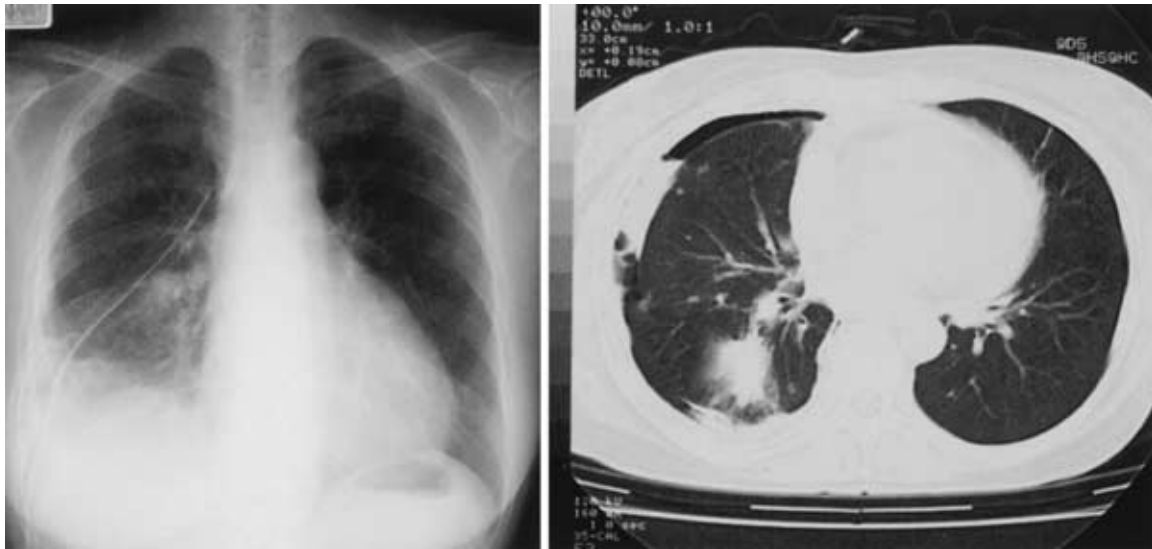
Chest X-ray and CT after removal of pleural effusion. Tumor was observed in right S⁶.
